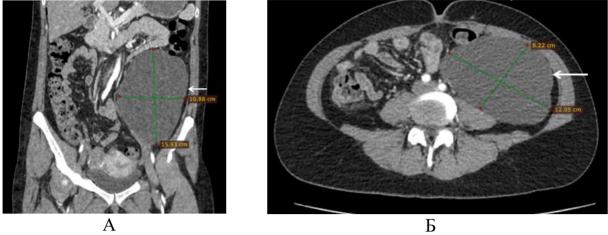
МСКТ с внутривенным контрастированием: A — во фронтальной плоскости, Б — в аксиальной плоскости
